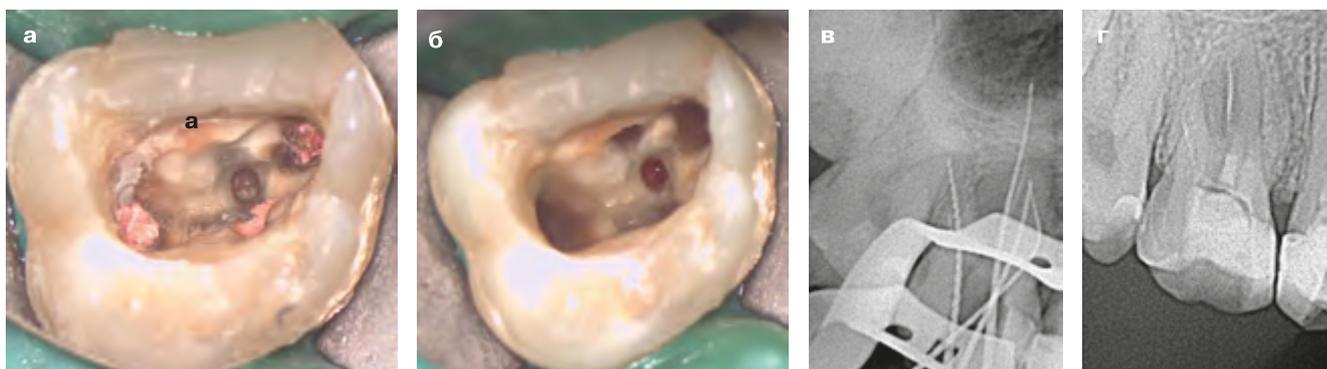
Полость зуба после ее раскрытия (а), после выявления перфорации и обработки корневых каналов (б). Рентгенограмма, подтверждающая обработку корневых каналов (в)
